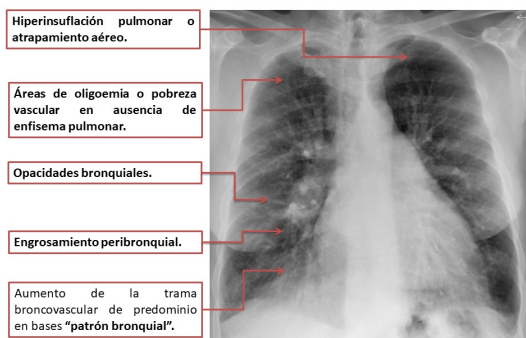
radiografía simple de tórax en proyección PA de paciente con EPOC con bronquitis crónica.
